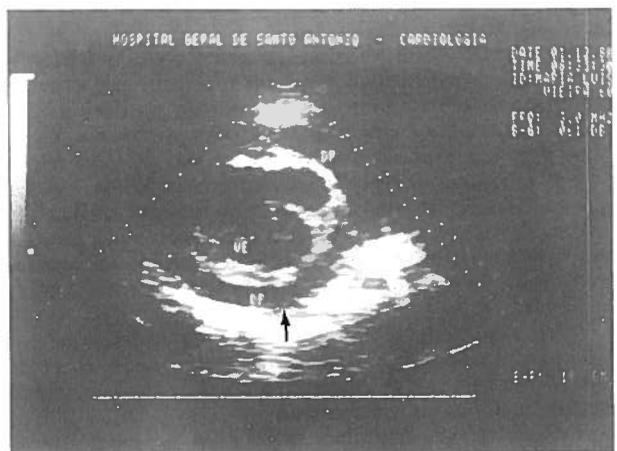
Ecocardiograma bidimensional. VE — ventrículo esquerdo; DP — derrame pericárdico.
